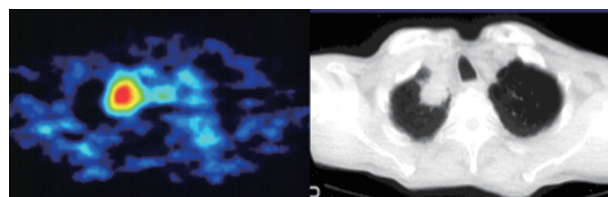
PET image of lung cancer using  $^{11}\text{C}$ -methionine
